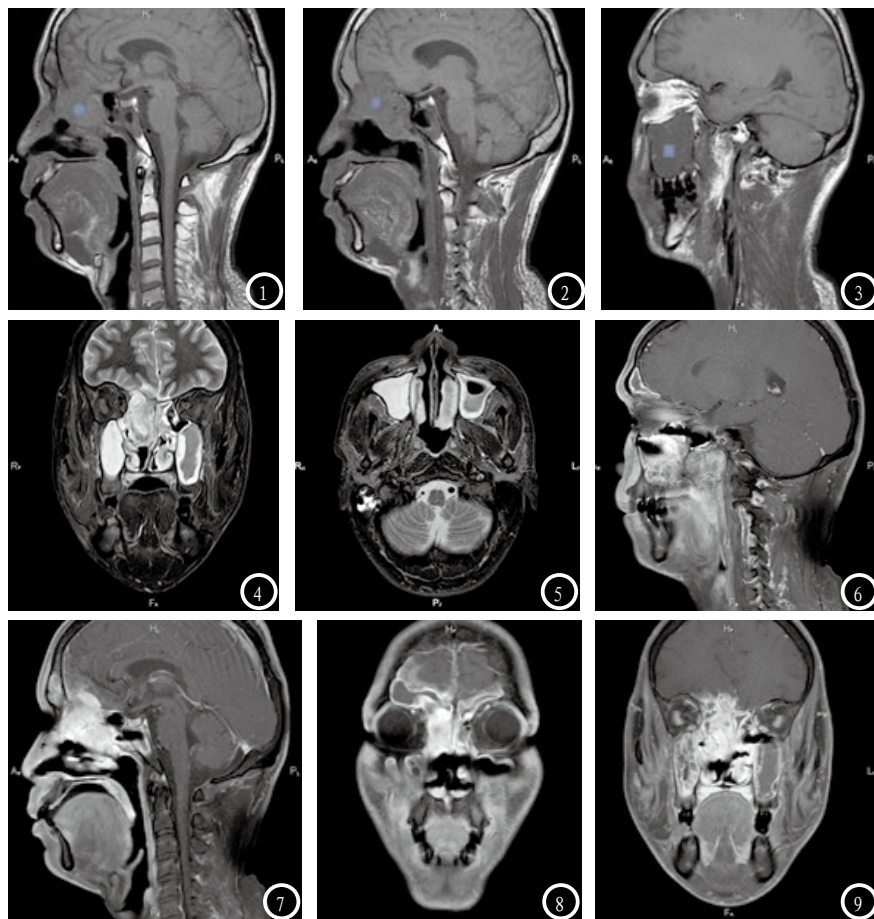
MRI平扫矢状位检查结果。T1WI矢状位嗅神经走行区域(图1、2蓝圈所示)可见异常软组织肿块信号影,呈低信号表现,上颌窦内低信号影填充(图3蓝点所示)。图4-6 MRI平扫T2WI脂肪抑制序列。冠状位(图4)嗅神经走行区域及右侧筛窦区域异常高信号影,全组鼻窦窦内高信号影填充(图5、6)。图7-9 MRI增强扫描检查结果。MRI增强矢状位(图7)和冠状位(图8、9)扫描可见肿块明显不均匀强化,部分鼻窦粘膜有强化。
